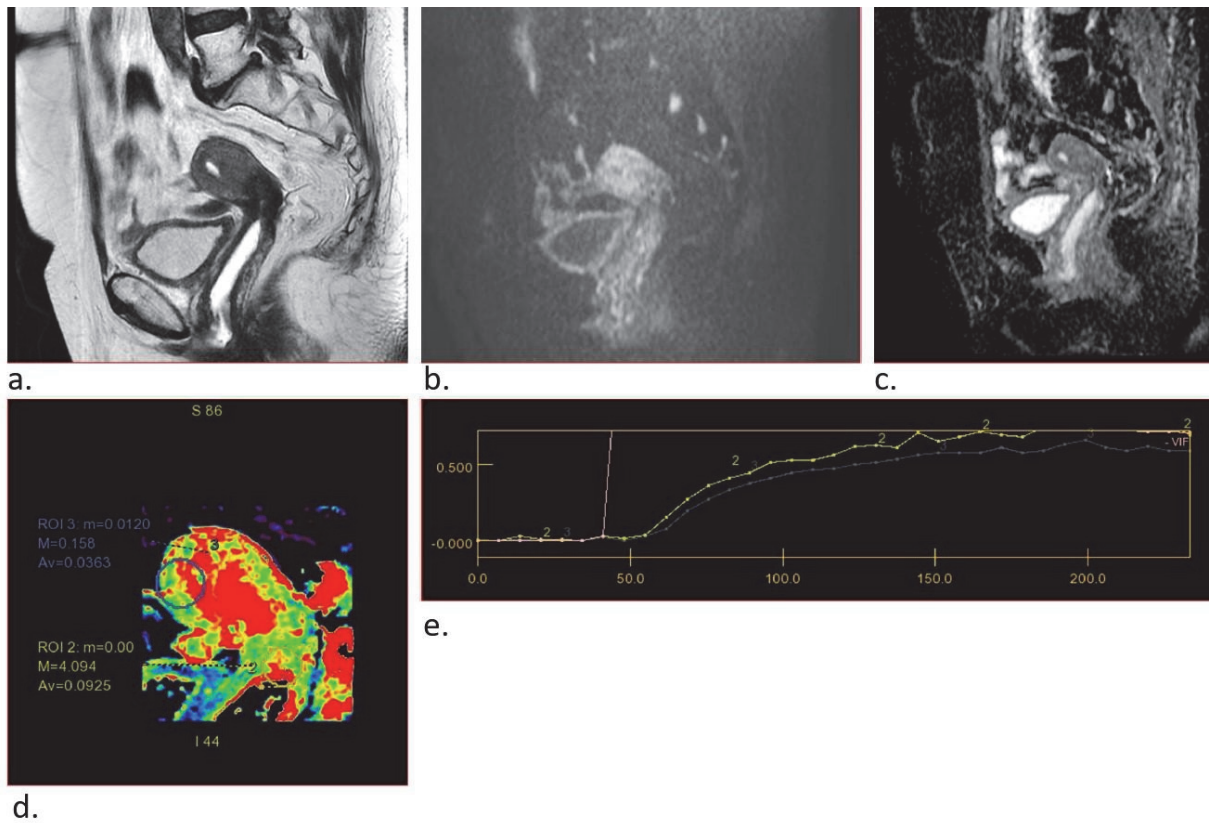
Patiente de 70 ans avec cancer du col utérin localement avancé après traitement néoadjuvant (radiochimiothérapie et curithérapie) : IRM de fin de traitement a. coupe sagittale en pondération T2 montrant un hyposignal T2 franc du col utérin b. coupe sagittale pondération diffusion b1000 montrant l'absence d'anomalie de signal c. Coefficient d'ADC ne montrant pas d'anomalie d. cartographie couleur max slope avec un VOI positionné sur le col utérin (2) et un VOI de référence positionné sur le myomètre (2) e. courbe de rehaussement montrant une courbe de type B en faveur d'un reliquat tumoral, confirmé sur la pièce d'hystérectomie.
